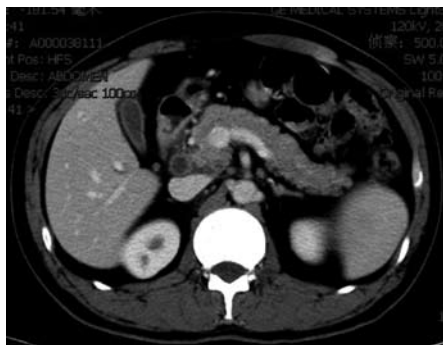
胰腺结核腹部增强CT. 可见胰头部肿大, 多发低密度病灶, 周边可见环形强化, 伴腹腔及腹膜后多发淋巴结肿大。
